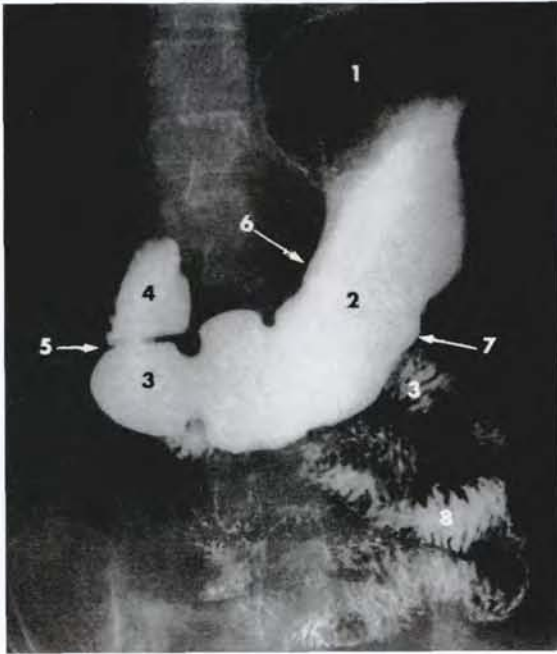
Radiographie de l'estomac (cliché Dr Ph. Chartier)
